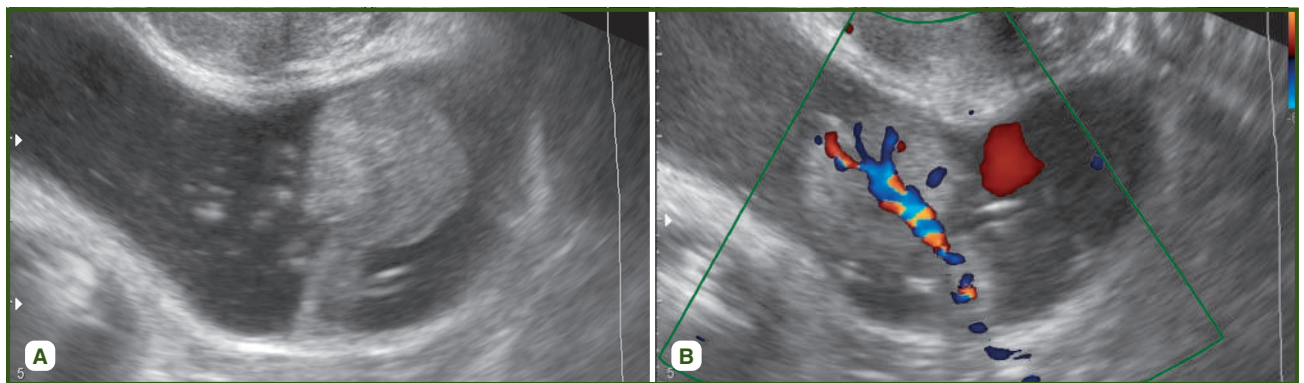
Ultrasound examination of the intestines, transrectal sensor: A — formation of the large intestine, B — endosonogram of the formation of the large intestine in Doppler mode
